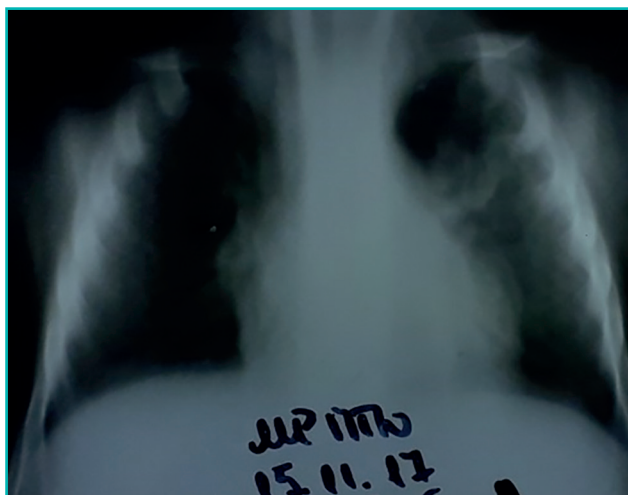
томограмма легких в динамике больного Б.
